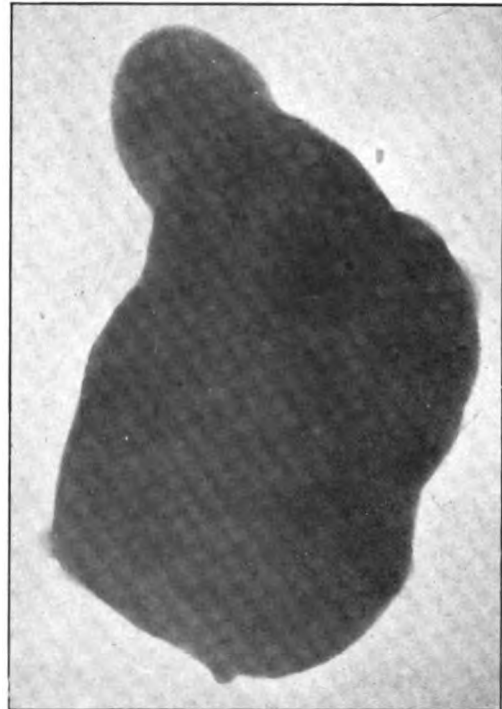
Epreuve radiographique de la pièce anatomique (Kyste hydatique calcifié de morphologie anormale) faisant l'objet de l'observation 3.
